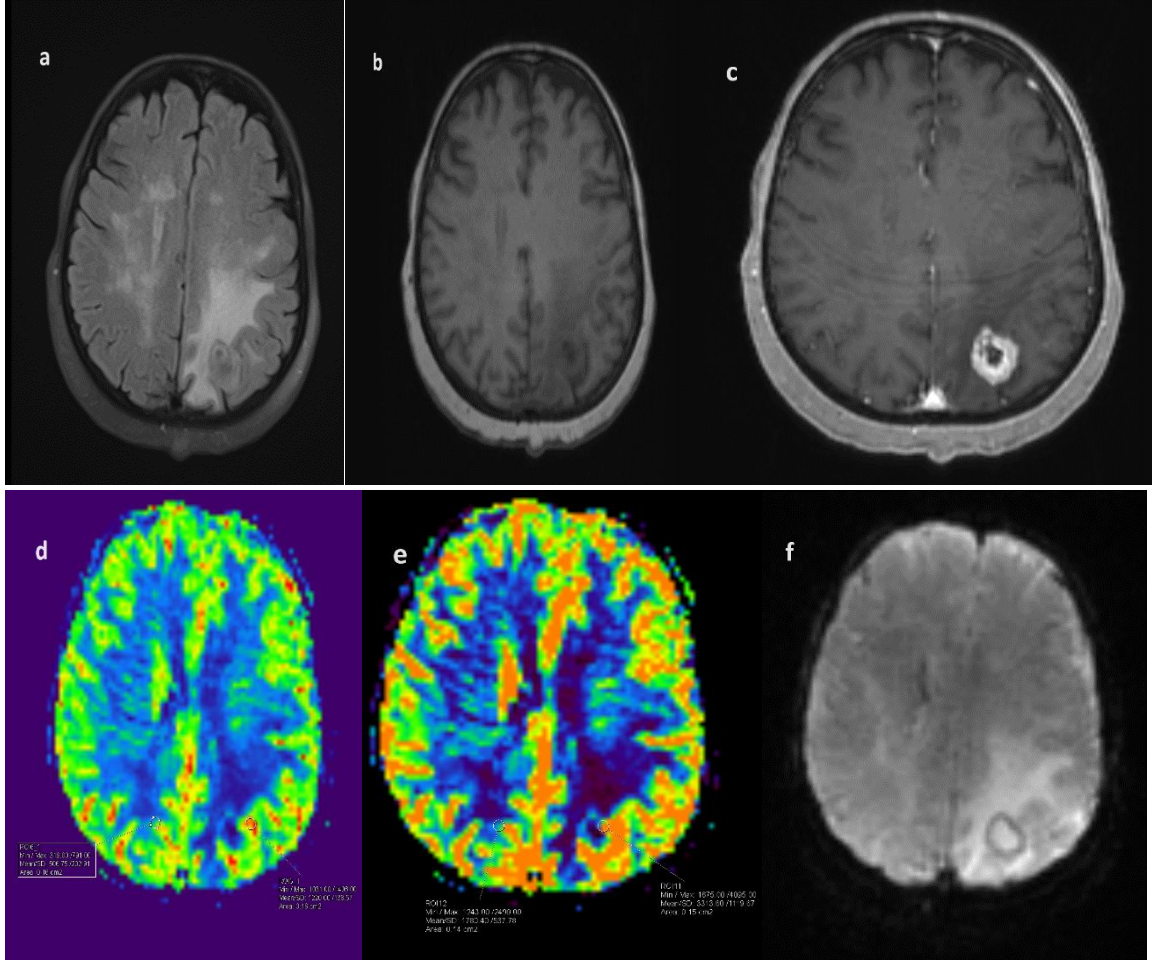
54 yaşında kadın hasta, meme kanseri tanısı aldıktan 34 ay sonra beyin metastazı teşhisi kondu. Moleküler alt tipi Her-2 Overekspresye şeklinde raporlandı. Sol parietalde metastazı mevcut olup bu seviyeye ve simetriğine yaklaşık olarak 0.20 cm²'lik ROI' ler kondu. rCBF oranı 2.9, rCBV oranı ise 3.2 olarak ölçüldü. Metastazın a) FLAIR b) pre-kontrast T1 c) post-kontrast T1 d-e)CBF ve CBV haritaları f)PBP görüntüleri
